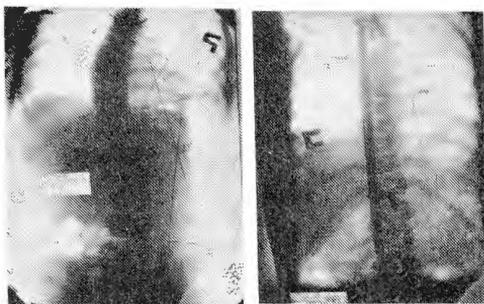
Рентгенограмма больной Л. 11 лет, с прогрессирующей формой сколиоза: а — до операции, б — после операции
